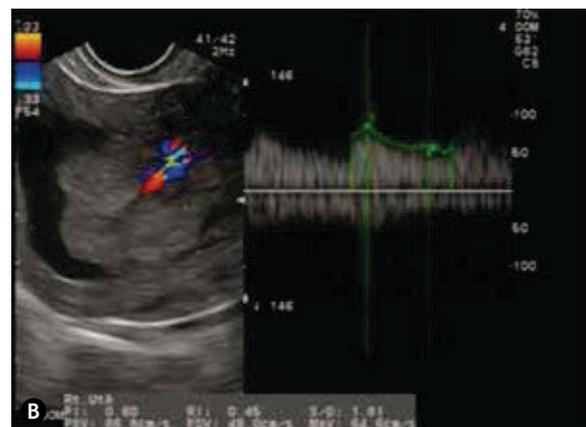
A) B) Femenina de 52 años de edad, tratada con tamoxifeno durante 7 años. Presenta pólipo endometrial que muestra con Doppler color, el signo de la arteria del pedículo.
